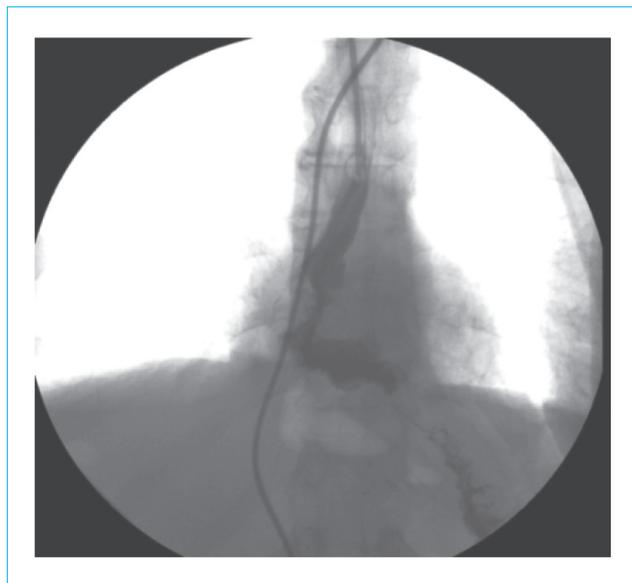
Рентгенография эзофагоколоанастомоза с водорастворимым контрастом: нет признаков несостоятельности анастомоза
